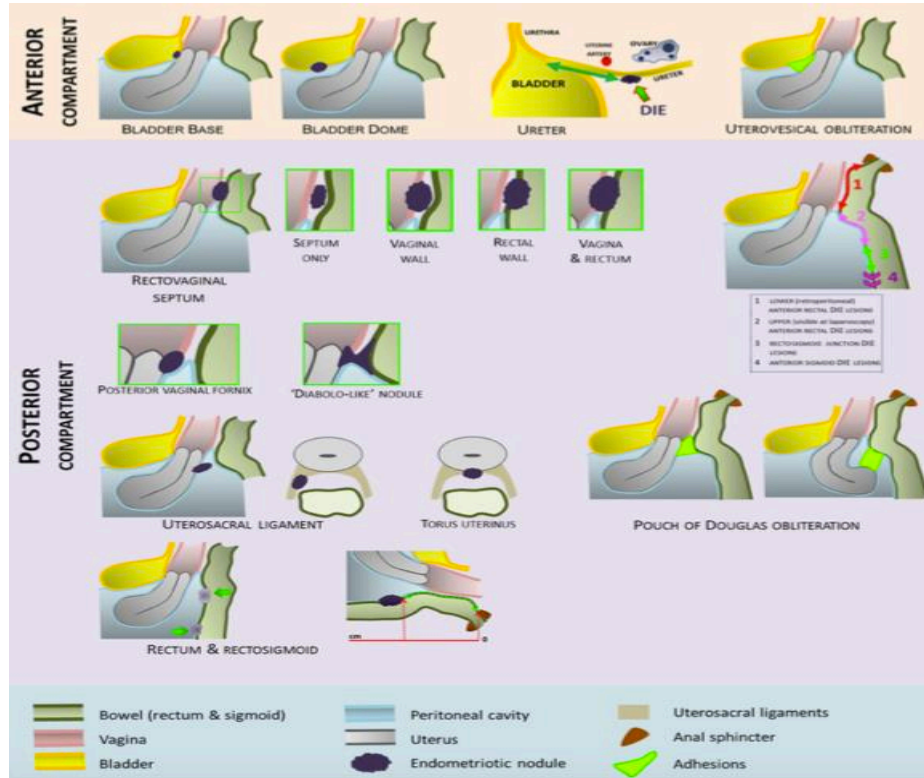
Localitzacions dels nòduls d'endometriosi profunda al compartiment anterior i posterior de la pelvis segons el grup IDEA. (Font: Guerriero S, *Ultrasound in Obstetrics & Gynecology*, 2016)
